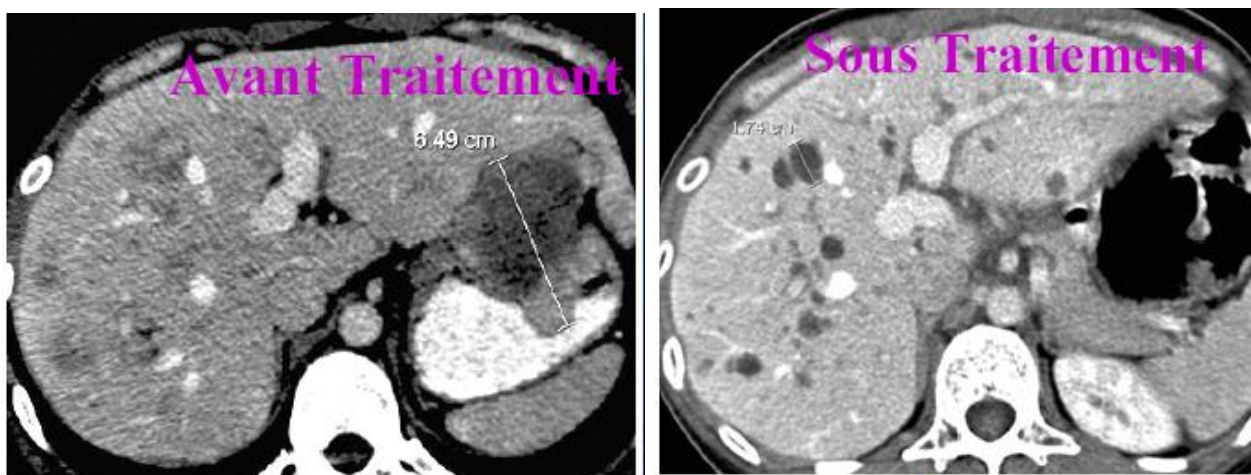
Image tomographique d'une tumeur stromale à extension hépatique, avant et après traitement par l'imatinib.
